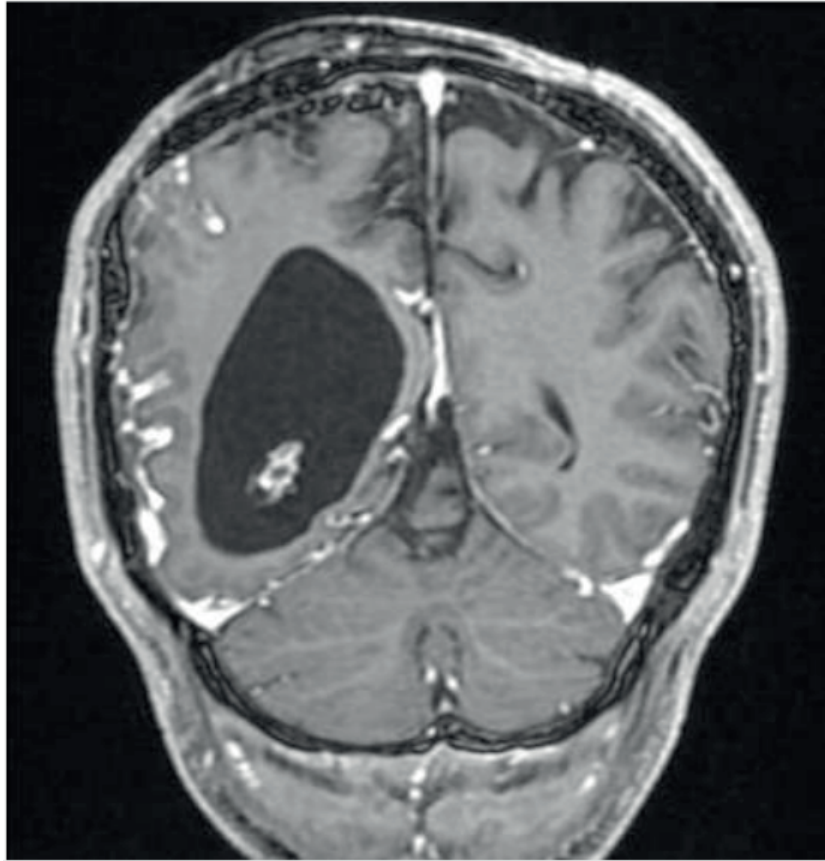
Corte Coronal RM crânio.
